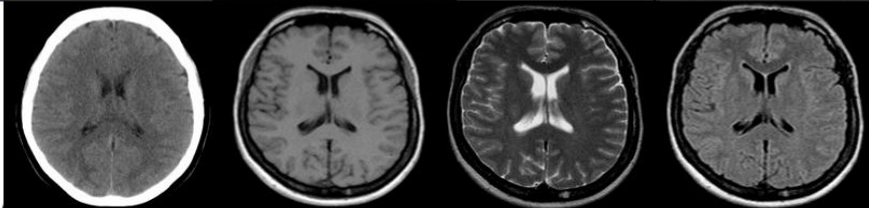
Características de imágenes de TC y RM
